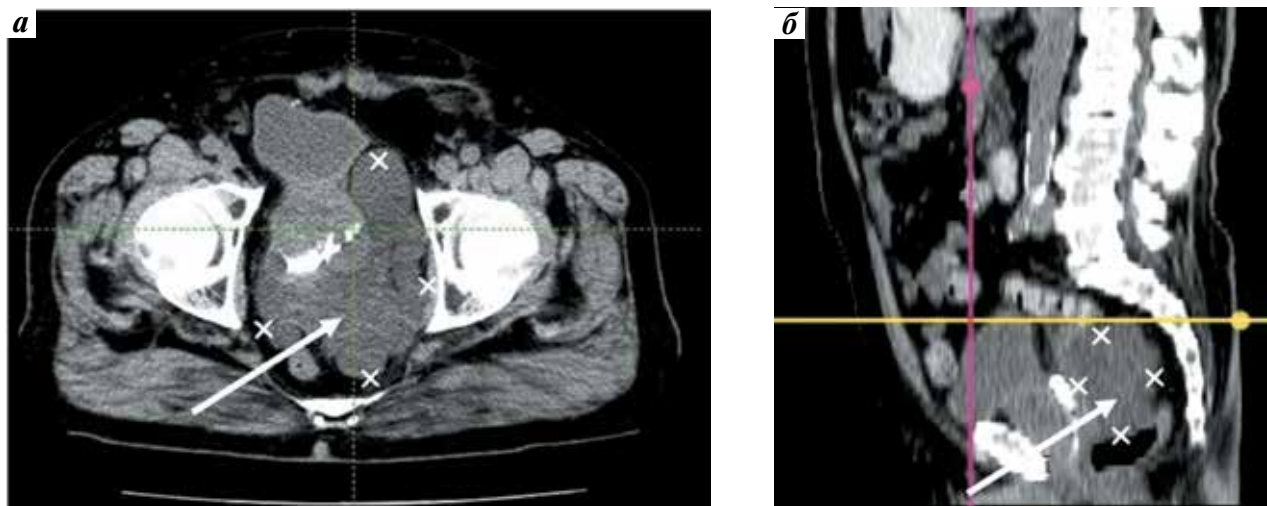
Компьютерная томограмма больного А.: аксиальная (а) и сагиттальная (б) проекции. Стрелкой обозначено кистозное образование
